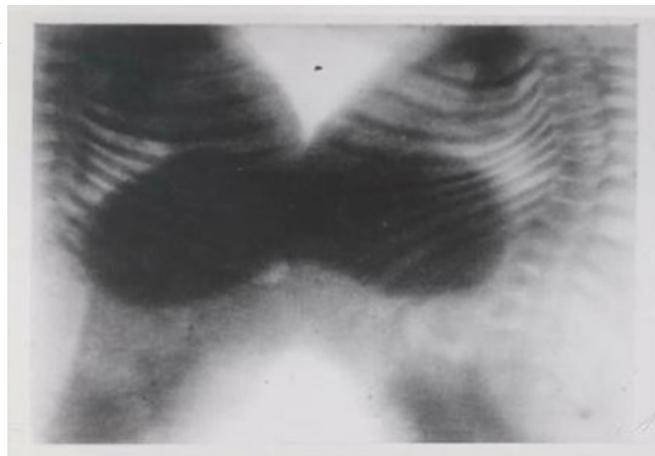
Primeira radiografia em xifopagas (Fonte: FONTES, 2014)
